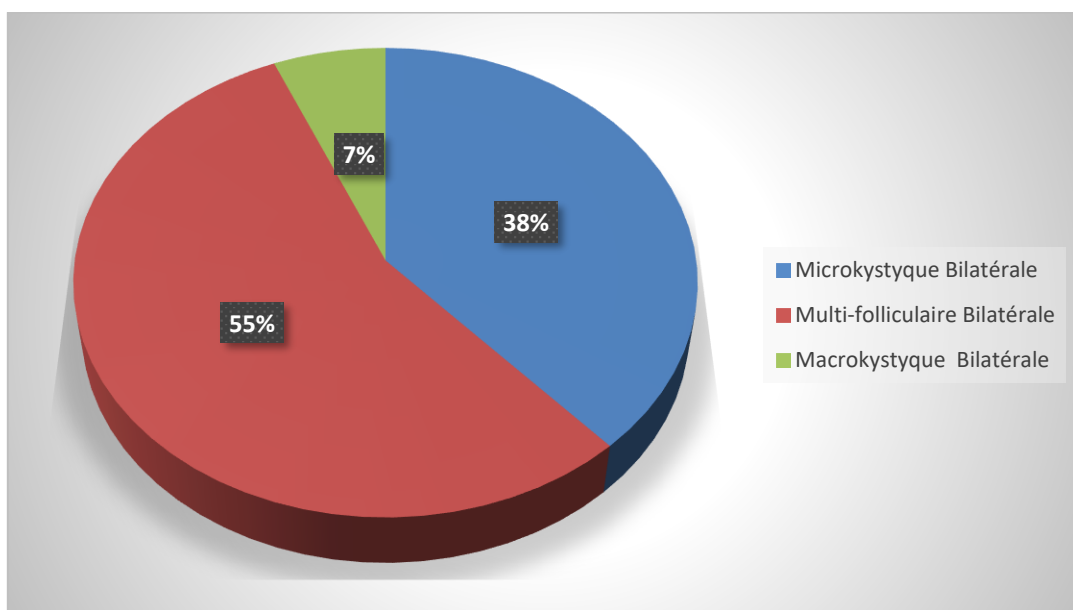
Répartition selon l'aspect des ovaires à l'échographie (1).
